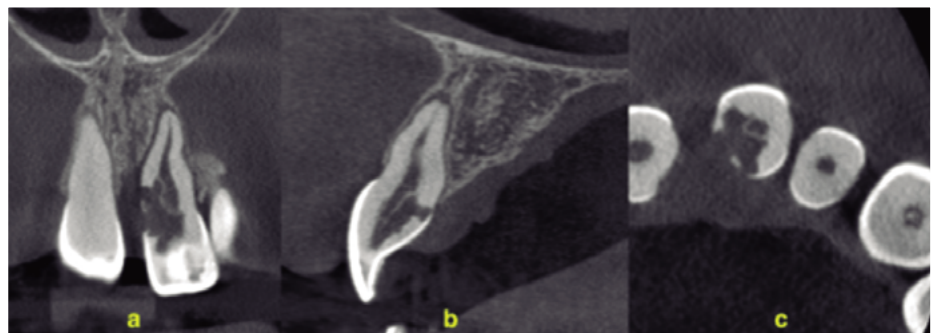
Tomografía Computarizada de Haz Cónico de campo reducido pza 21: a) corte coronal, b) corte sagital y c) corte axial.
